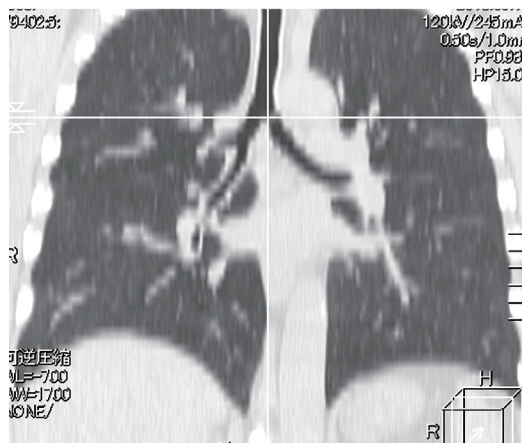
2013 年脳外科入院時胸部 CT 写真
